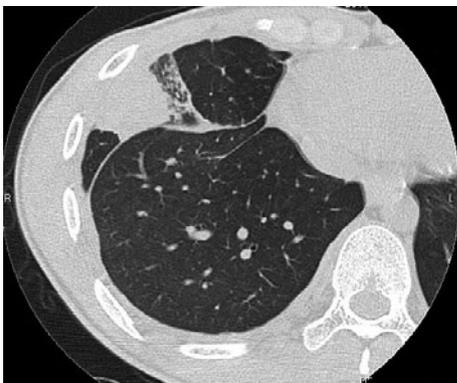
Chest computed tomography, showing subpleural consolidation located at S⁴a and right pleural effusion.
